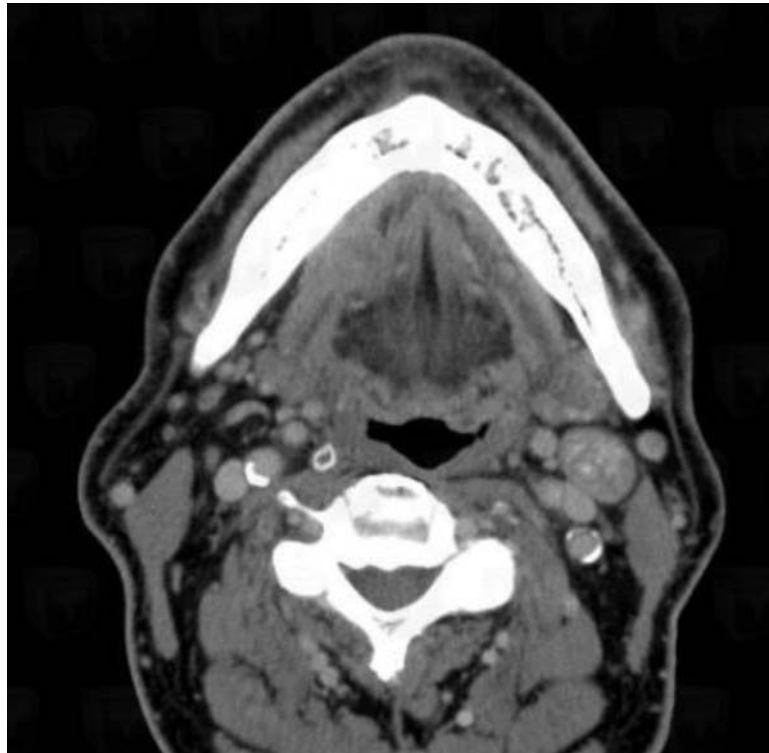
Coupe IRM d'une masse solido-kystique au dépend de la base de la langue
